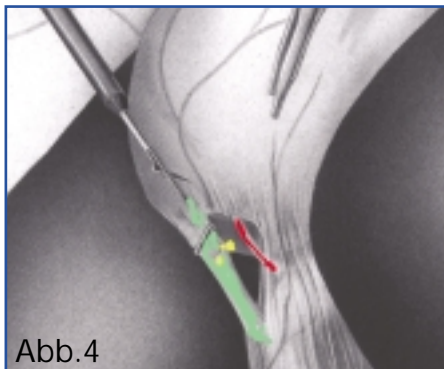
Nachdem alle Strukturen dargestellt und eindeutig identifiziert sind wird zunächst der Ductus cysticus gallblasenwärts mit einem Clip verschlossen und anschließend knapp darunter mit der Schere eröffnet. Über diese Öffnung kann nun die Röntgen Kanüle eingebracht werden. s. Abb.5
